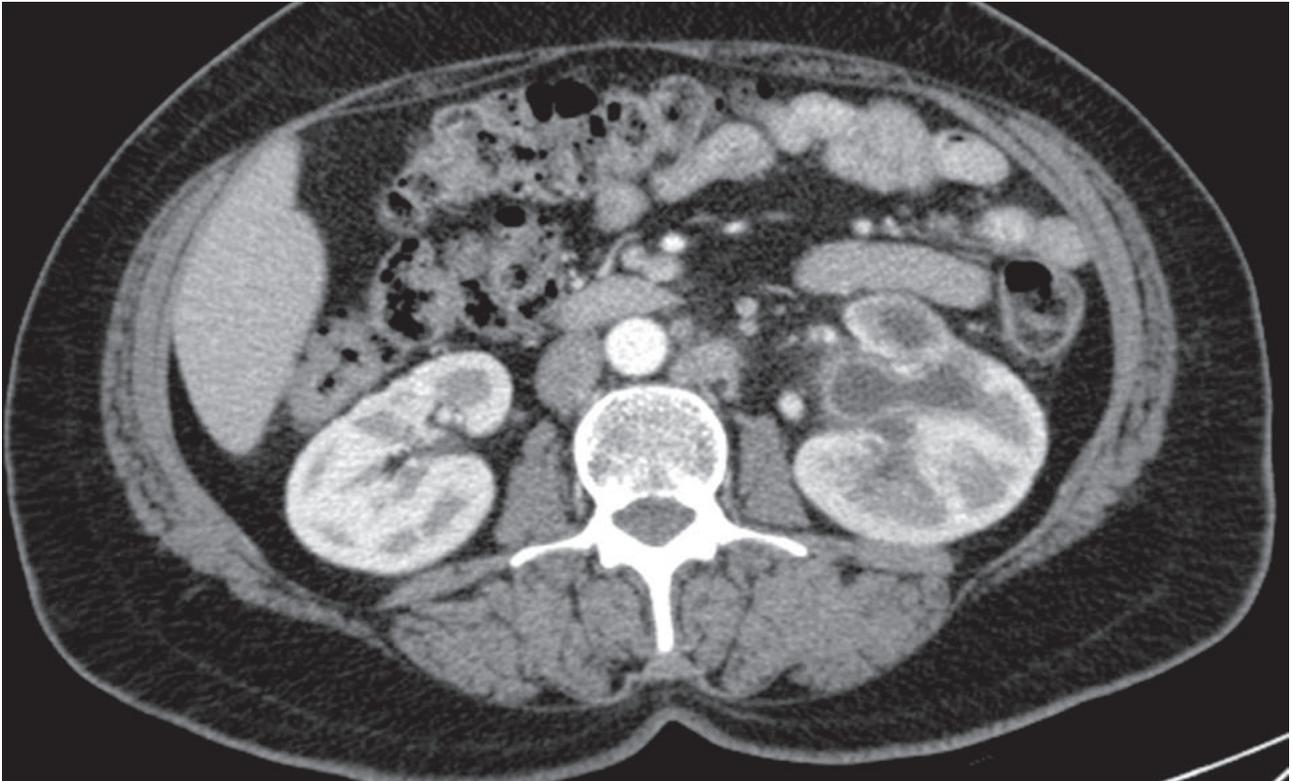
TAC abdominal em Junho/2009 que mostrou hidronefrose do rim esquerdo
